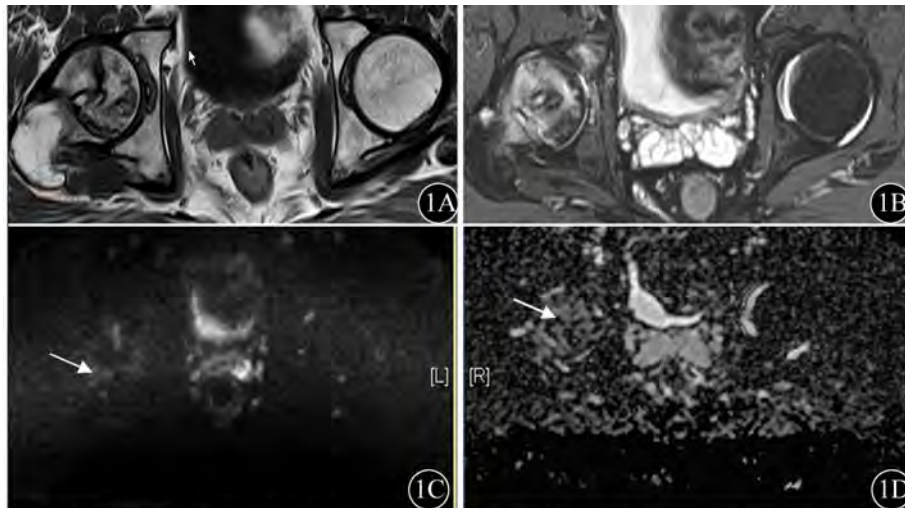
右侧股骨头缺血坏死MRI。1A: T1WI上右侧股骨头内见带状、斑片状T1WI低信号影; 1B: T2WI压脂像上右侧股骨头高信号影; 1C: DWI上病变区为稍高信号; 1D: ADC图, 病灶区ADC均值  $(1.05 \pm 0.13) \times 10^{-3} \text{ mm}^2/\text{s}$
